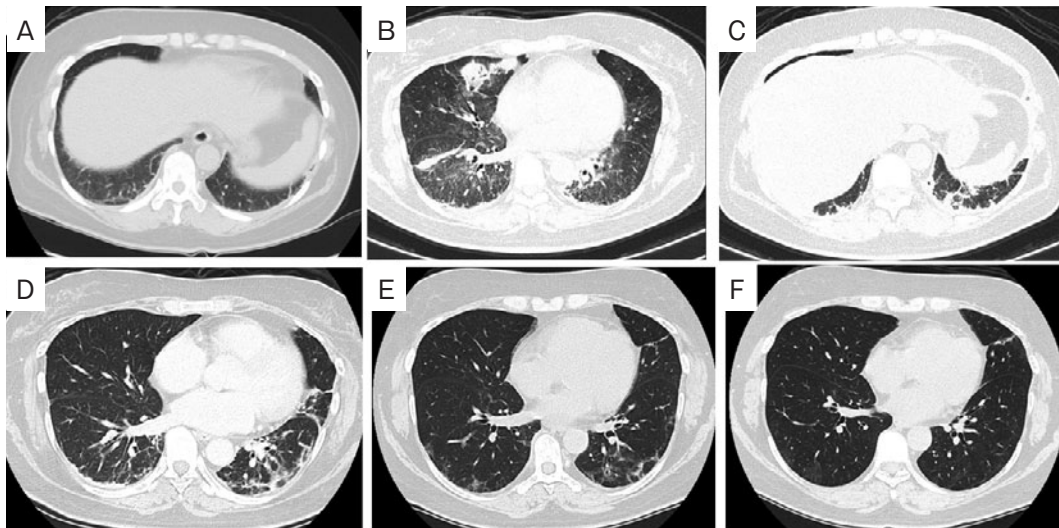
胸部CT所見. (A) 前医初診時のCTでは両側肺底部に線状陰影がみられ、間質性肺炎が示唆された。(B, C) 入院時胸部CTでは両側びまん性のすりガラス陰影を背景に、一部consolidation、軽度気管支拡張所見、胸膜直下から連続する索状陰影、肺底部では索状陰影、線状陰影が認められた。(D) 第63病日では両側びまん性のすりガラス陰影、consolidationは軽快したが、subpleural curvilinear lineや索状陰影が認められた。(E) 14ヶ月後、索状陰影は軽快し、(F) 28ヶ月後には、両肺胸膜下のすりガラス陰影、網状陰影はほとんど消失した。
